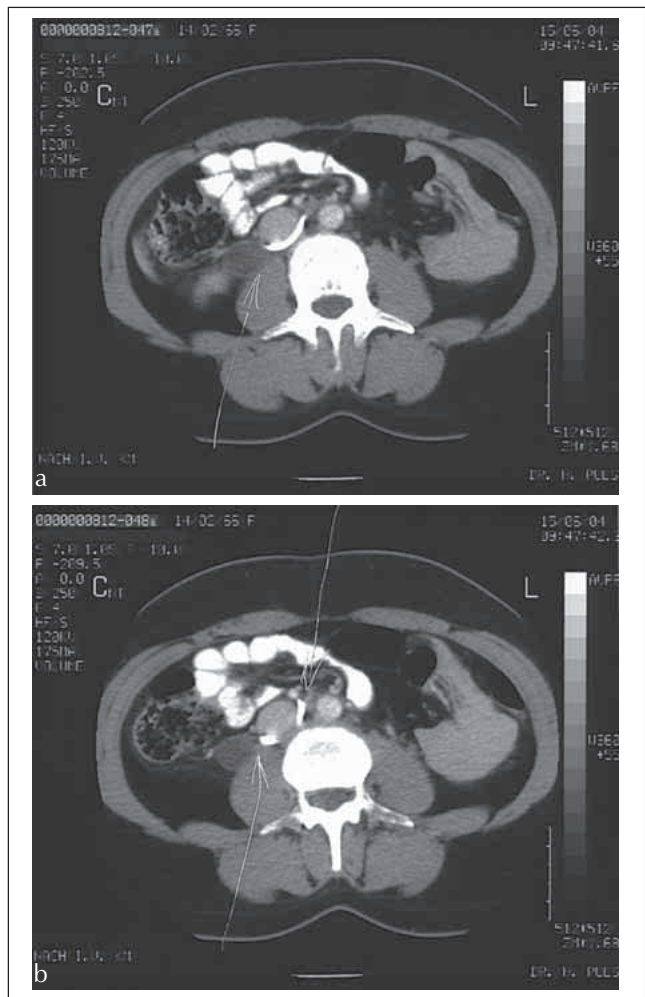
CT-Abdomen (Pfeile kennzeichnen retrokavalen Verlauf des Ureters)
